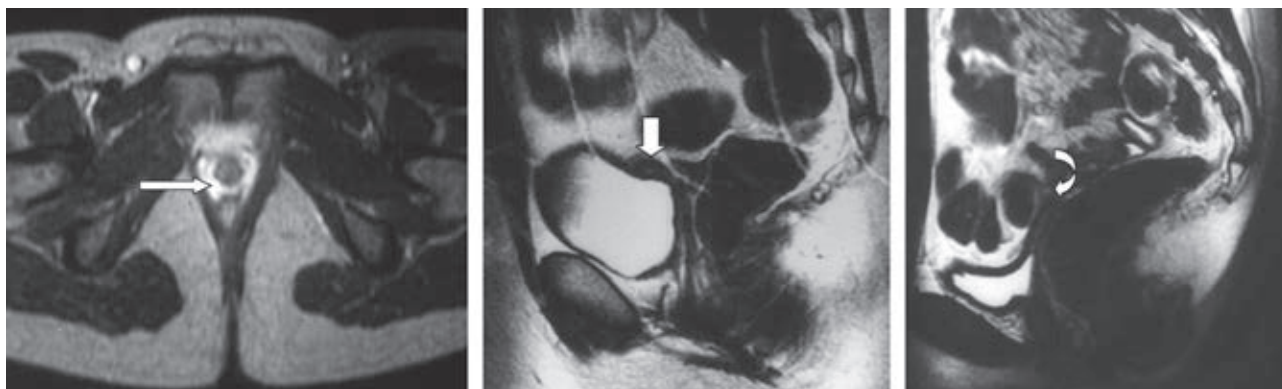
Resonancia magnética de agenesia vaginal e hipoplasia y agenesia uterina. A) Corte transversal en el que se aprecia agenesia vaginal conformada por la ausencia completa del tejido vaginal normal (flecha). B) Corte sagital en el que se ve hipoplasia uterina con un pequeño remanente uterino (flecha) y sin anatomía local normal. C) Corte sagital en donde se observa agenesia uterina sin evidencia de tejido uterino (flecha).
